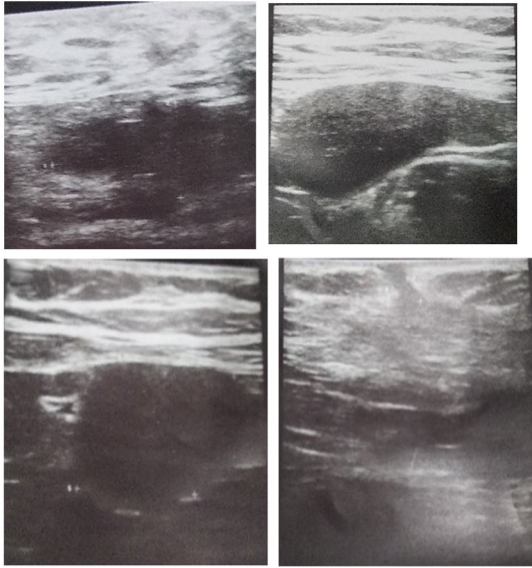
Ecografía de abdomen. Imágenes hipogénicas ova-ladas de contornos definidos con circulación central a nivel de fosa iliaca derecha y extremo derecho de cicatriz.
